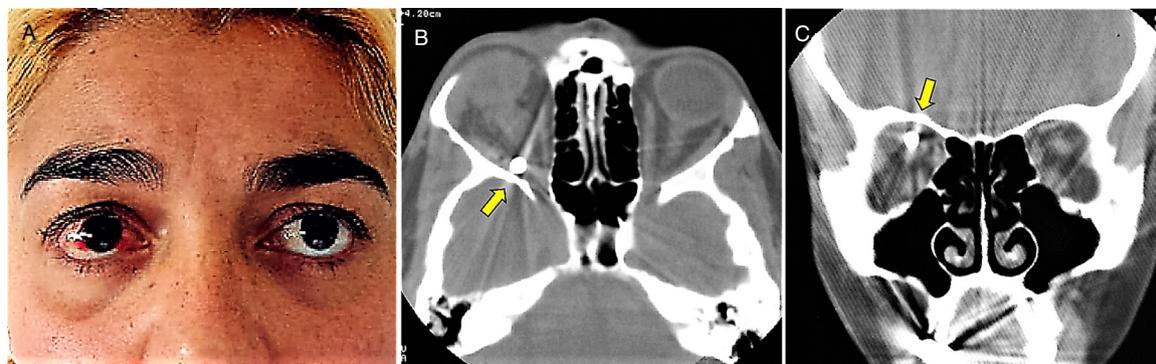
A. Aspecto clínico de la paciente en la primera exploración con una lesión traumática por un perdigón de escopeta de aire comprimido en el ojo derecho. Imágenes con TC preoperatoria axial (B) y coronal (C) que muestran un perdigón de 5 mm en el espacio intraconal lateral en el ápex de la órbita derecha, situado en contacto íntimo justo por encima del nervio óptico (flechas). Exoftalmos discreto del ojo derecho.
